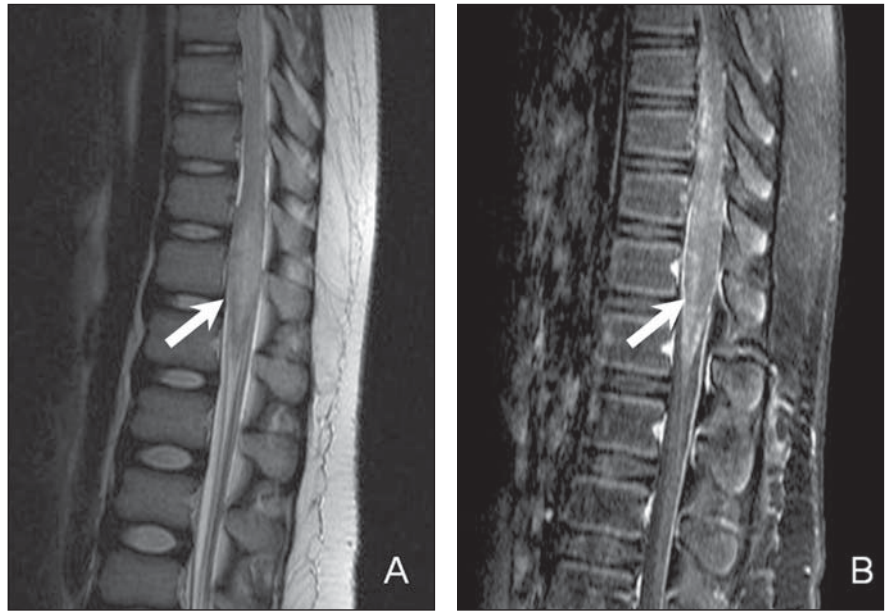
Criança de 12 anos com diagnóstico de neuroesquistossomose. Cortes sagitais de RM mostram, na sequência ponderada em T2 (A), acentuado hipersinal central de limites pouco definidos (seta), além de aumento volumétrico do cone medular que oblitera a coluna líquórica anterior e posterior. Na sequência T1 pós-contraste observa-se realce heterogêneo com padrão “arborizado” (seta em B).
